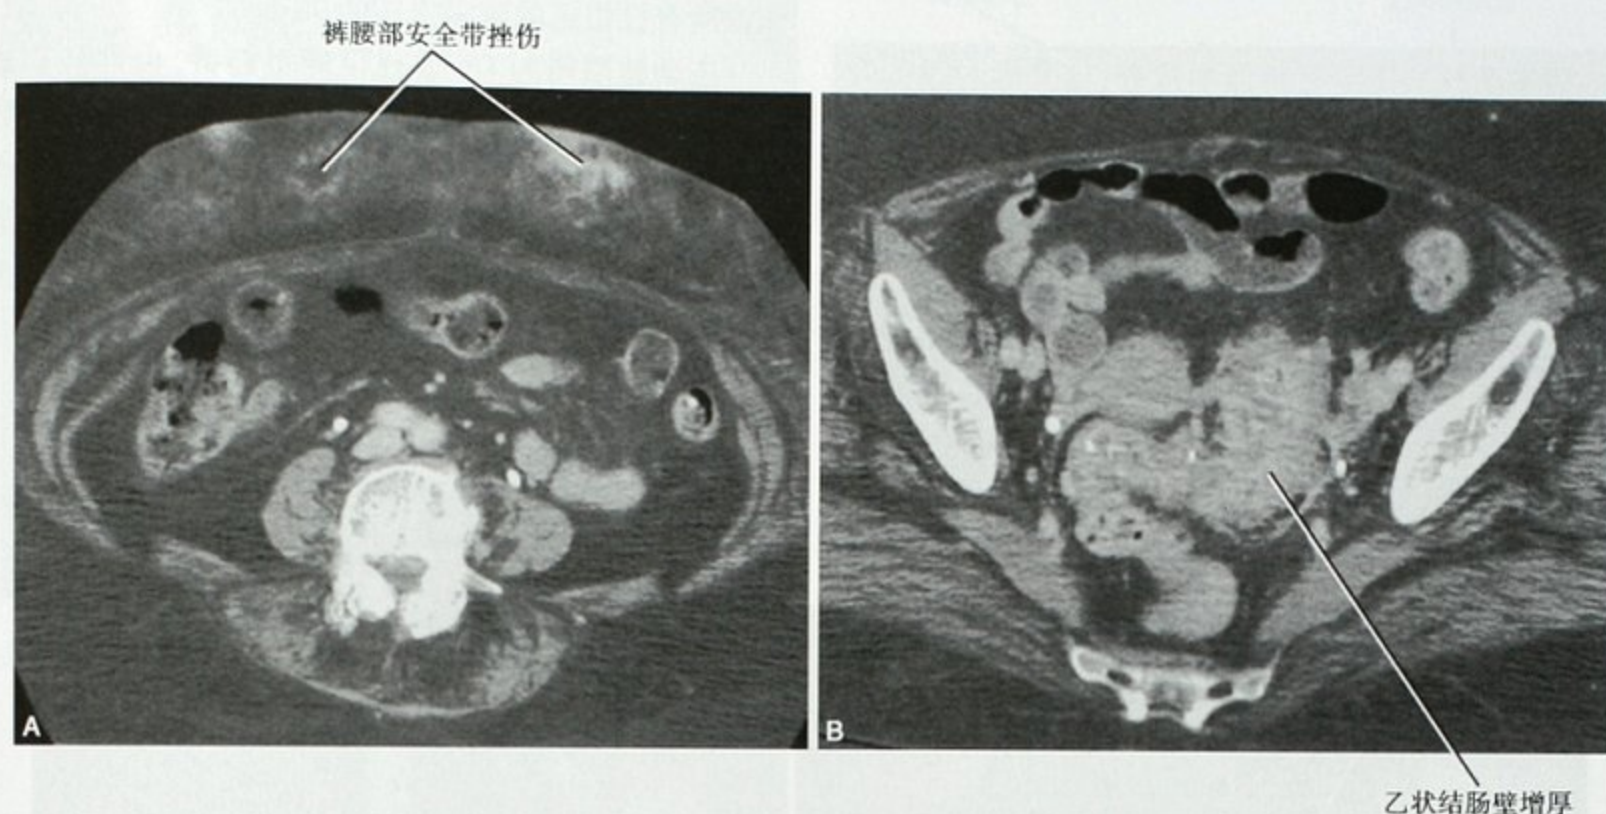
安全带损伤和肠壁增厚。A. 车祸患者, CT 增强横断面显示前腹壁皮下脂肪多处挫伤; B. 更低层面可见乙状结肠肠壁增厚, 手术证实乙状结肠肠壁内血肿, 伴有小穿孔
